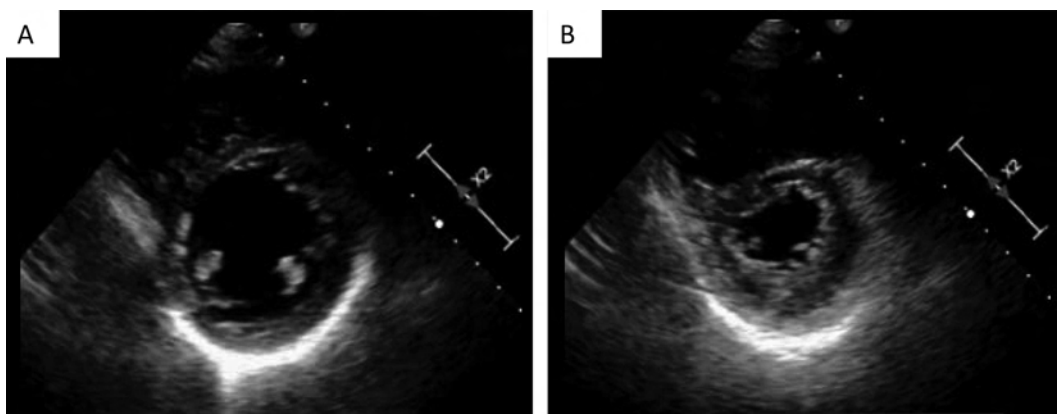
経胸壁心エコー図：傍胸骨短軸断面の拡張期 (A) および収縮期 (B)。収縮期の心室中隔の圧排および左室の扁平化を認める。
